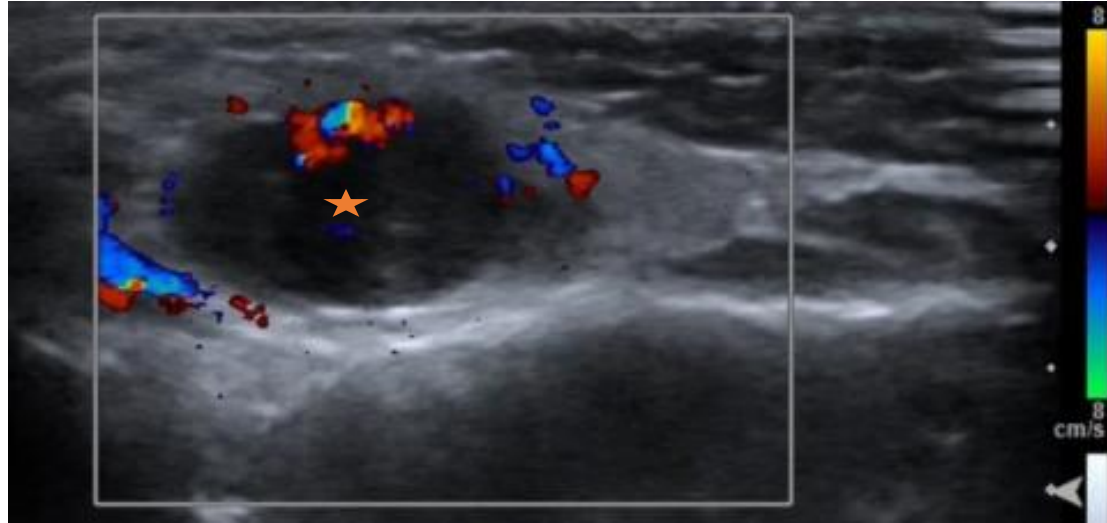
Ecografía cervical donde se observó nódulo hipoecoico, redondo, con aumento de la señal Doppler, compatible con adenopatía patológica.
